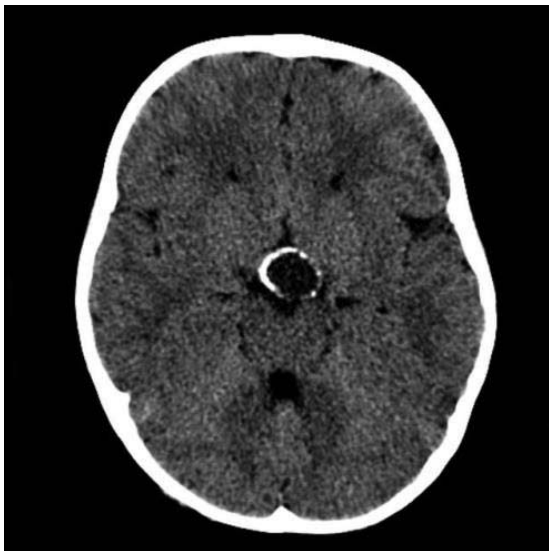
Краниофарингиома, с кистозным компонентом, с обызвествлением капсулы КТ головного мозга.
